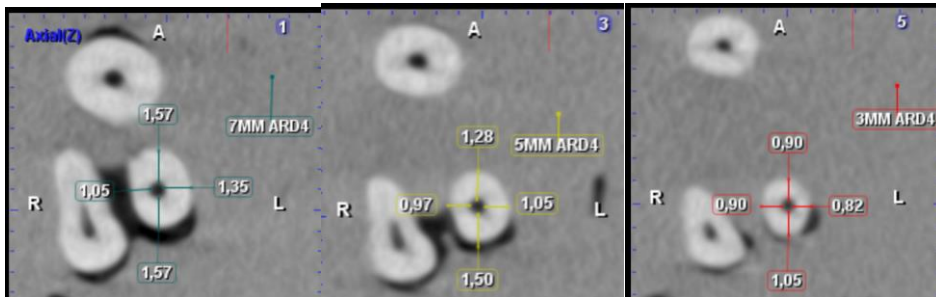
Tomografía Preinstrumentación 7, 5 y 3 mm respectivamente Grupo Mtwo
